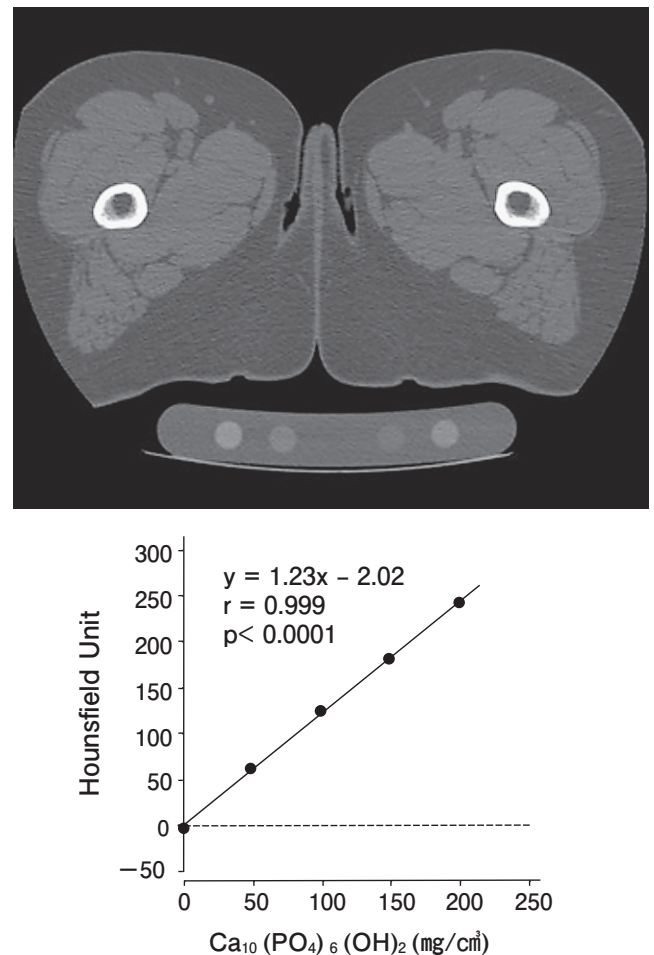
被検体と QCT ファントムが同時撮影された CT 画像 (図上部) と QCT ファントム中にある骨等価物質 ( $\text{Ca}_{10}(\text{PO}_4)_6(\text{OH})_2$ ) の密度と CT 値 (Hounsfield unit) との関係 (図下部) この相関関係によって CT 画像の CT 値が密度値に変換された。
